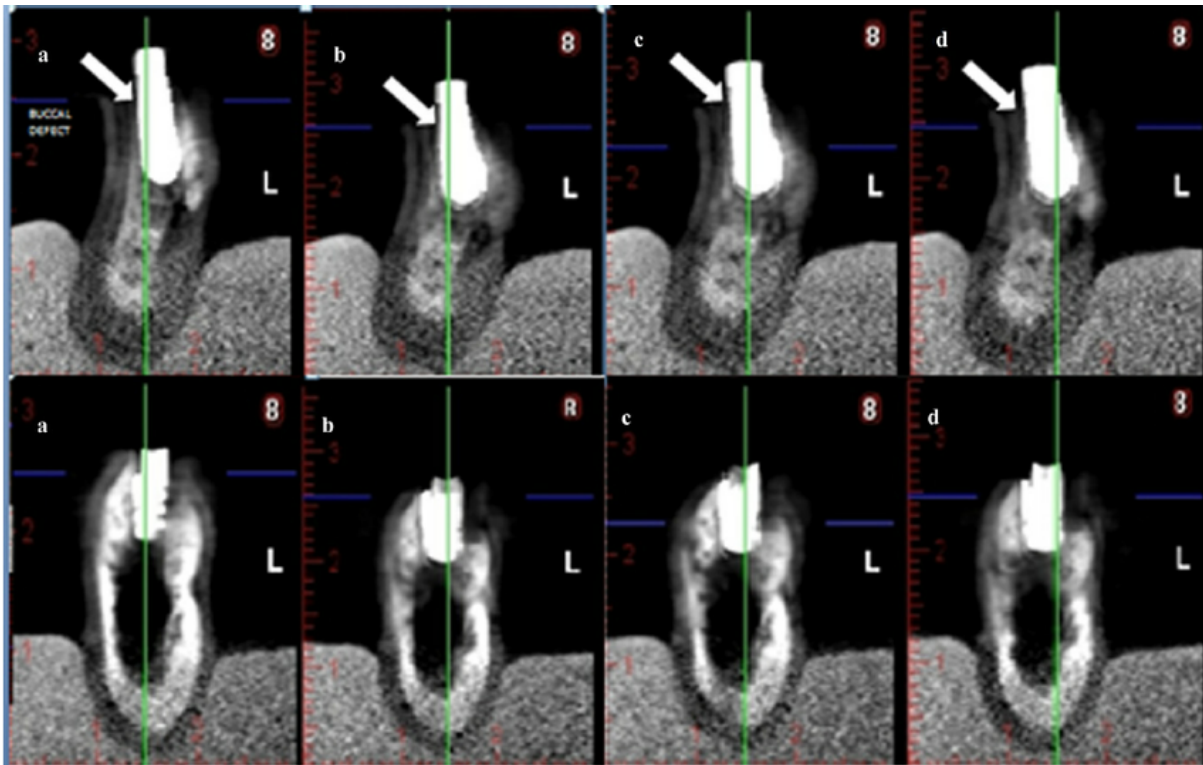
Imagem de um implante dentário utilizando a CBCT
